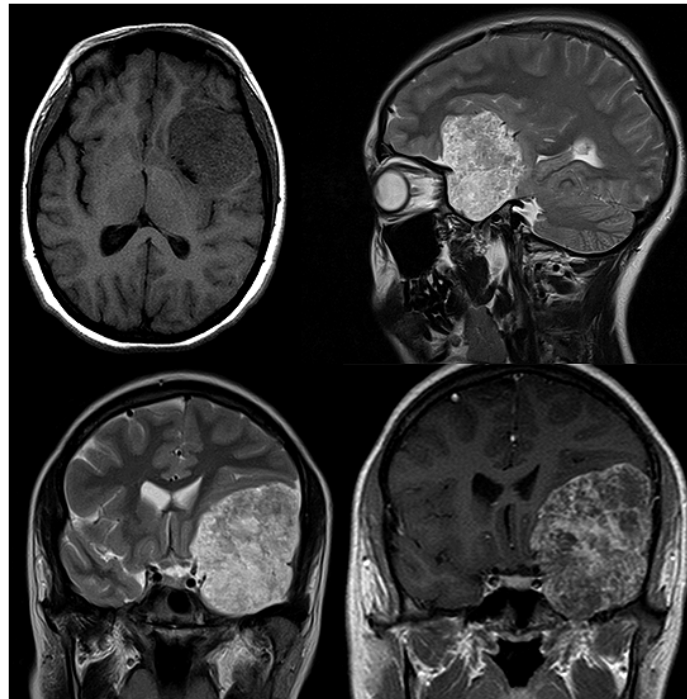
Resonancia Magnética. Imagen superior izquierda: corte axial, señal Hipointensa en T1-weighted. Imagen superior derecha: corte sagital, marcada señal hiperintensa en T2- weighted. Imagen inferior izquierda: corte coronal, señal hiperintensa heterogénea en T2- weighted. Imagen inferior derecha: corte coronal, intensa y heterogénea captación de contraste T1-Gd, sin cola dural.
